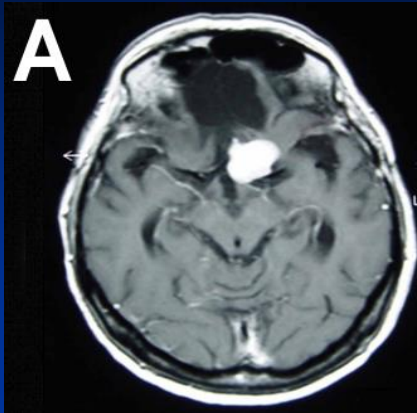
Volumes identified after fusion of MRI and ^{99m}Tc -MIBI SPECT images.
